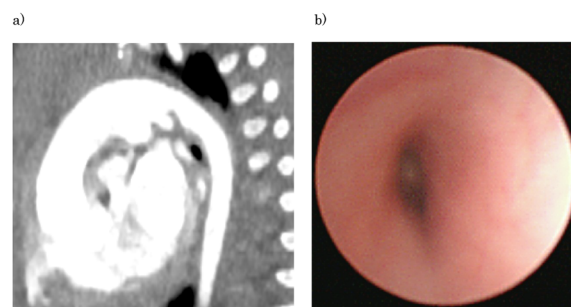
Preoperative computed tomography scan and bronchoscopy
